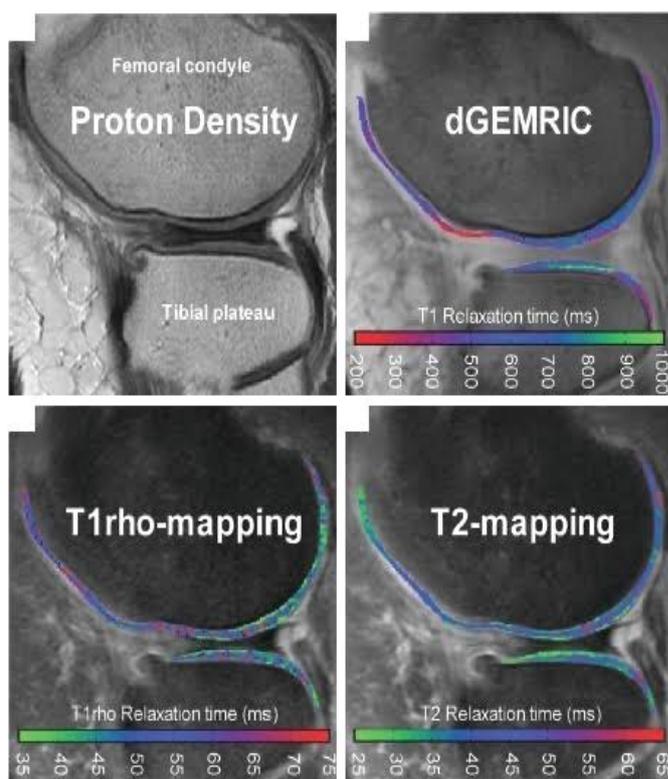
Ressonância Nuclear Magnética do Joelho.
